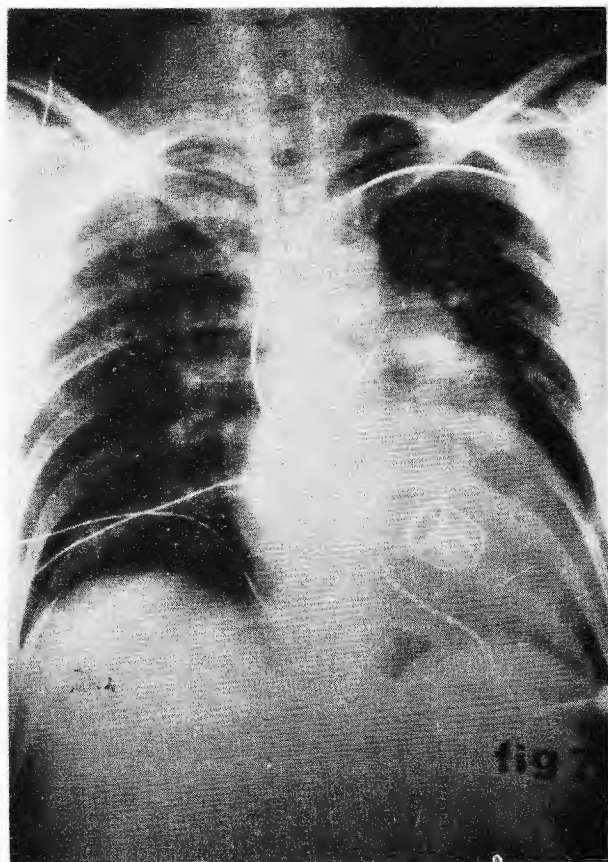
Teleradiografía de tórax de una paciente con una prótesis mitral de Starr-edwards con marcapaso endocárdico.
